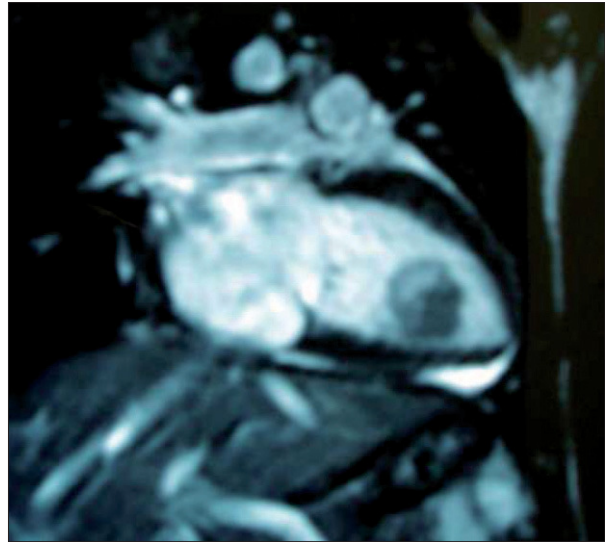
Angiorresonancia que muestra el mismo rabdomioma en el ventrículo izquierdo.
